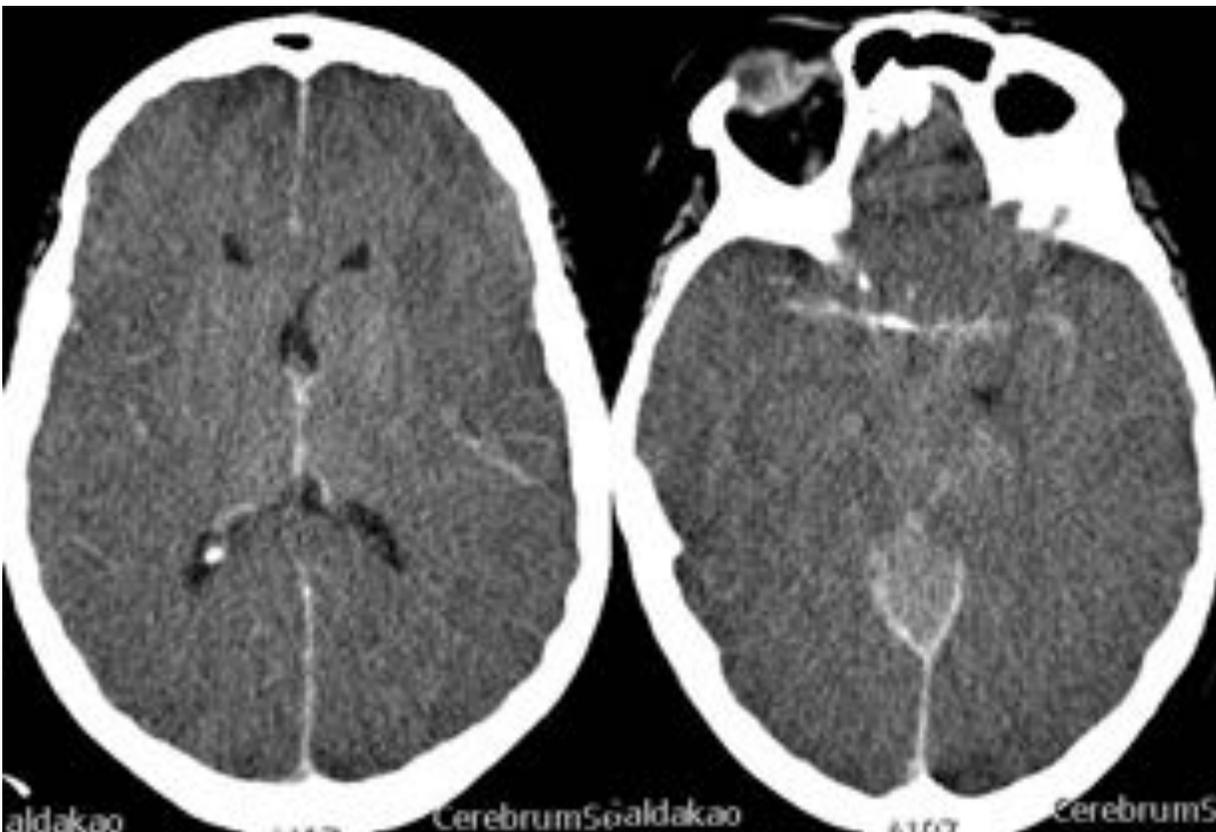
Parada cardiorrespiratoria hace 7 horas, paciente arreactiva. TC sin contraste horas después de la realización de TC de tórax con contraste, evidenciando edema cerebral y cerebeloso masivo con restos de contraste en estructuras vasculares cerebrales.
